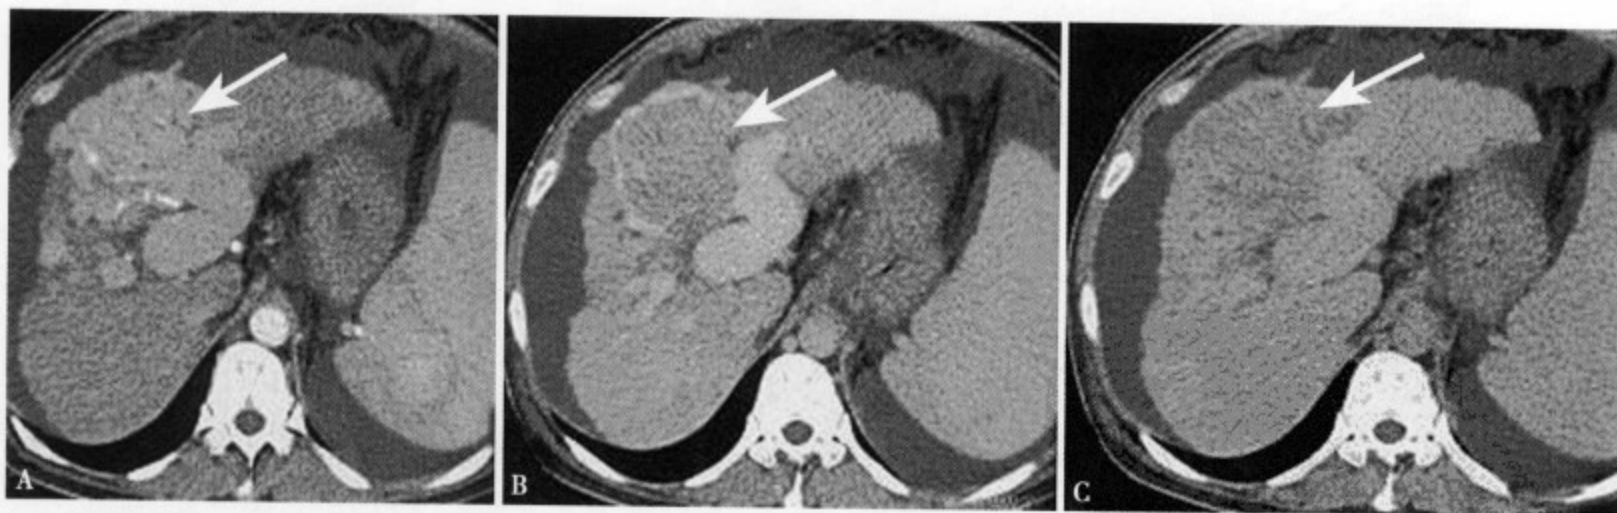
增强 CT 动脉期 (A) 瘤内肿瘤血管显影, 粗细不规则, 肿瘤无明显强化; 静脉期 (B) 厚薄不均的肿瘤包膜强化, 病灶内无强化, 大小约 8.5cm × 9cm, 可见门静脉中支及右支受累、阻塞、扩张; 平衡期 (C) 病灶界线不清, 呈等密度
